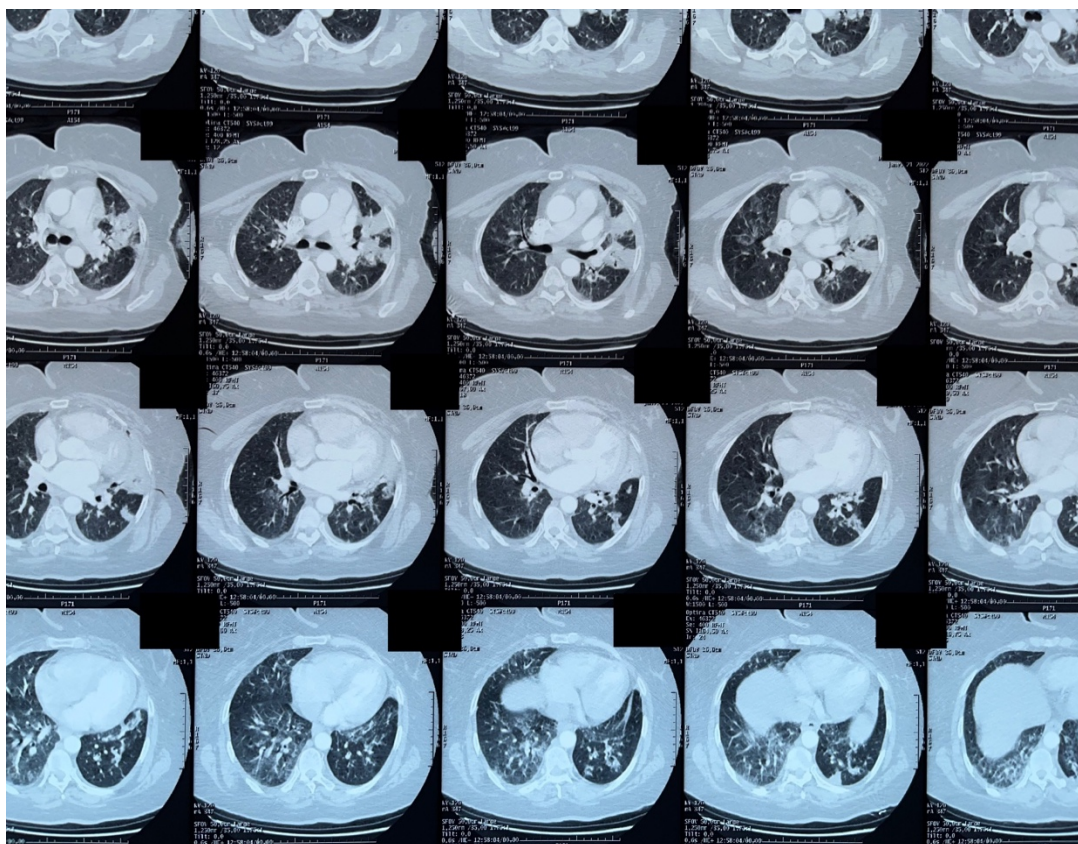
TDM du mois 1/2022
